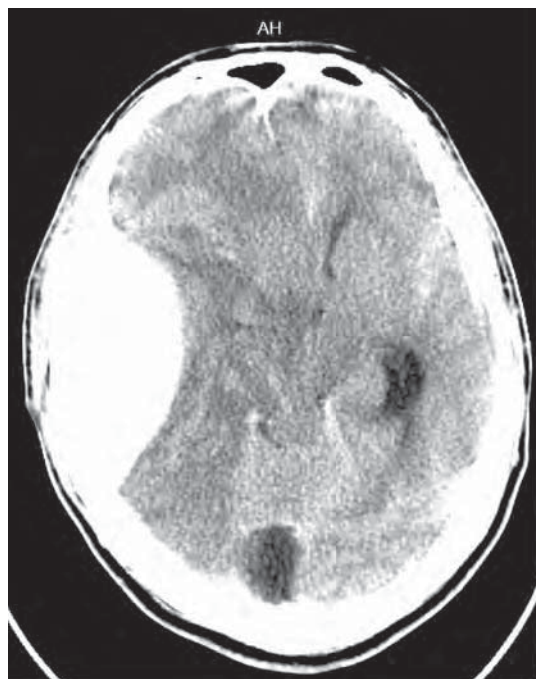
МСКТ-снимок головного мозга пациента с острой эпидуральной гематомой правой теменно-височной области
